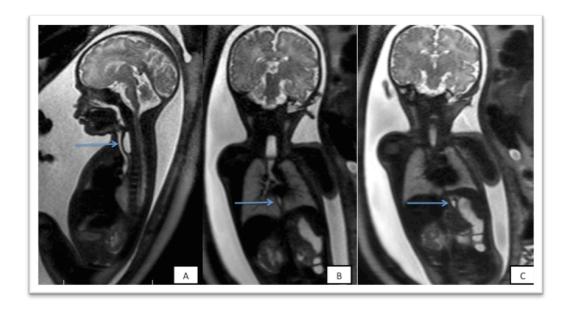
IRM séquence T2. A -Cul de sac supérieur (→). B - Bas oesophage (→). C- Petit estomac (→). (Clichés P. Verpillat)
